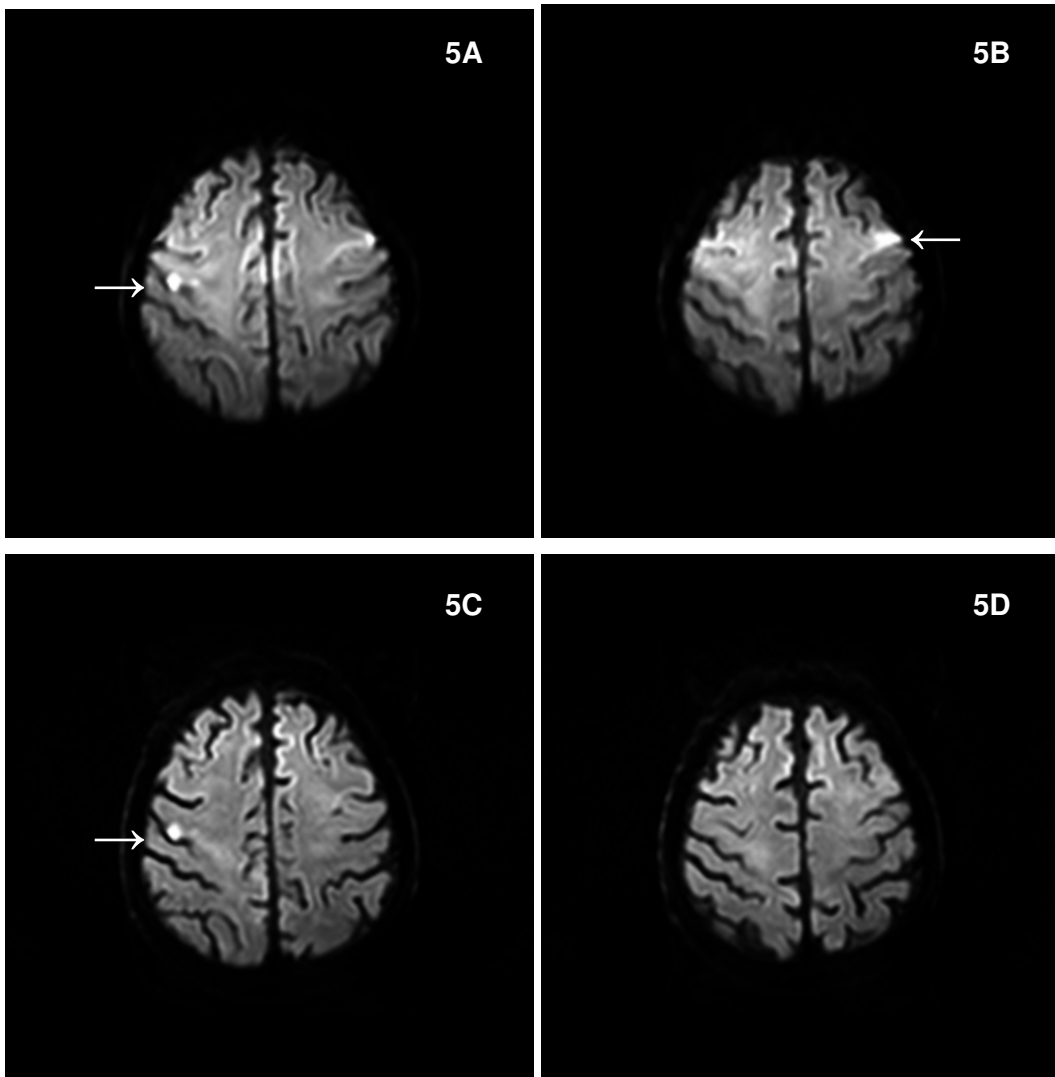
Transversale single-shot DW-MRI bei 3.0T eines 70-jährigen Mannes mit klinischen Symptomen eines akuten ischämischen Infarktes (brachiofaziale Hemiparese links). Es sind in der konventionellen Diffusionsbildgebung (4283/79) in A und B umschriebene signalintense Suszeptibilitätsartefate links cortical zu sehen. Das Artefakt in B wurde fälschlicherweise als ischämische Läsion gedeutet, ein Beispiel für das artefaktbedingte Auftreten von falsch positiven Ergebnissen. In der entsprechenden Diffusionsbildgebung mit SENSE (3141/69, Reduktionsfaktor von 3) sind diese Artefakte links cortical bei vergleichbarer SNR und CNR der ischämischen Läsion rechts zentral in C und D nicht zu sehen.
